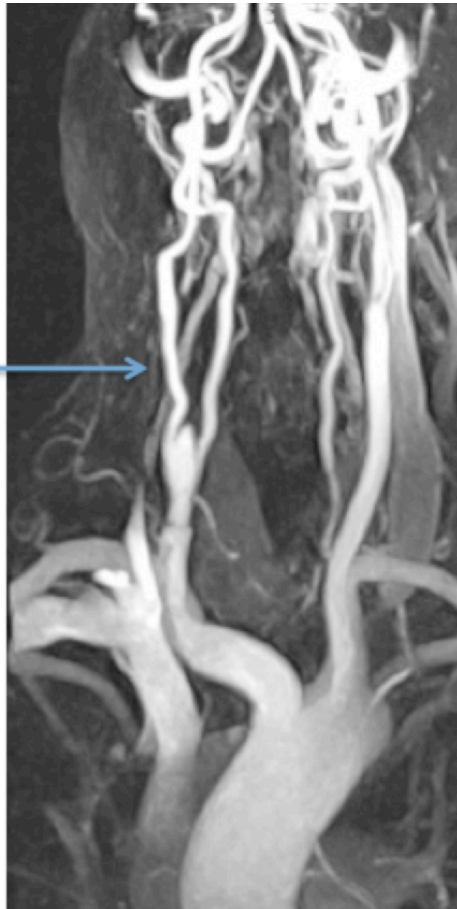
Angio MRT nach erfolgtem Veneninterponat
